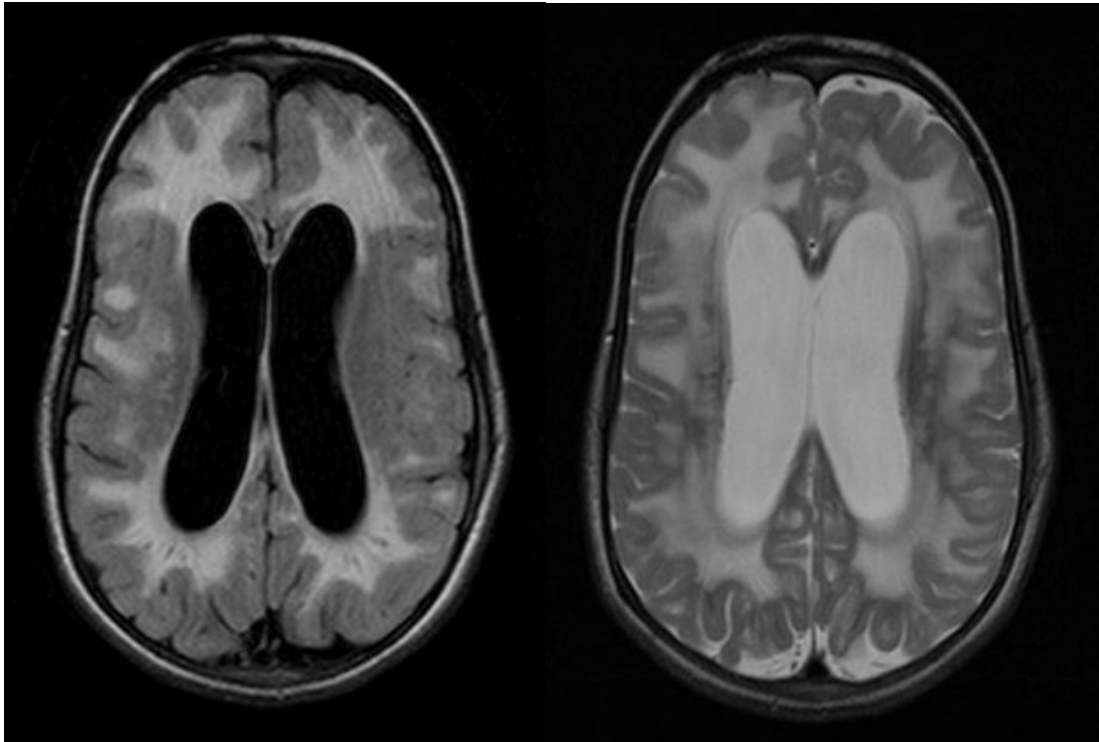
Imagens de RM em Axial FLAIR (a) e T2 (b). Exemplos de lesão de substância branca e hidrocefalia em um pacientes com Mucopolissacaridose tipo VI (10,6anos).
